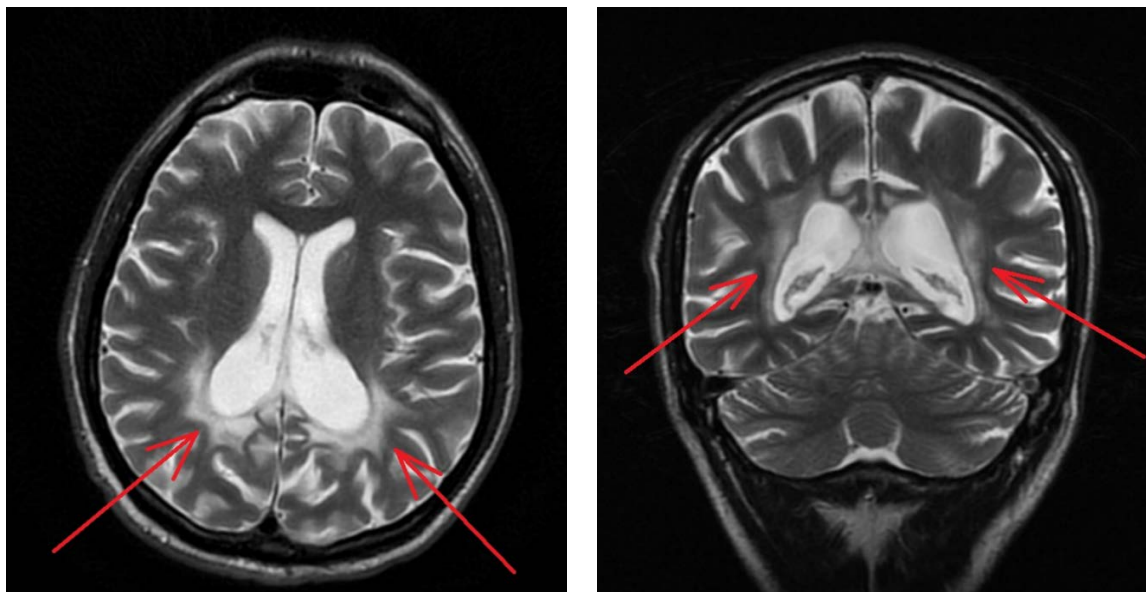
МРТ головного мозга пациента К. (37 лет). На T2-взвешенных изображениях визуализируются структурные изменения белого вещества в теменно-затылочно-височных областях с 2 сторон и дорзальных отделах мозолистого тела, дистрофии белого вещества головного мозга
